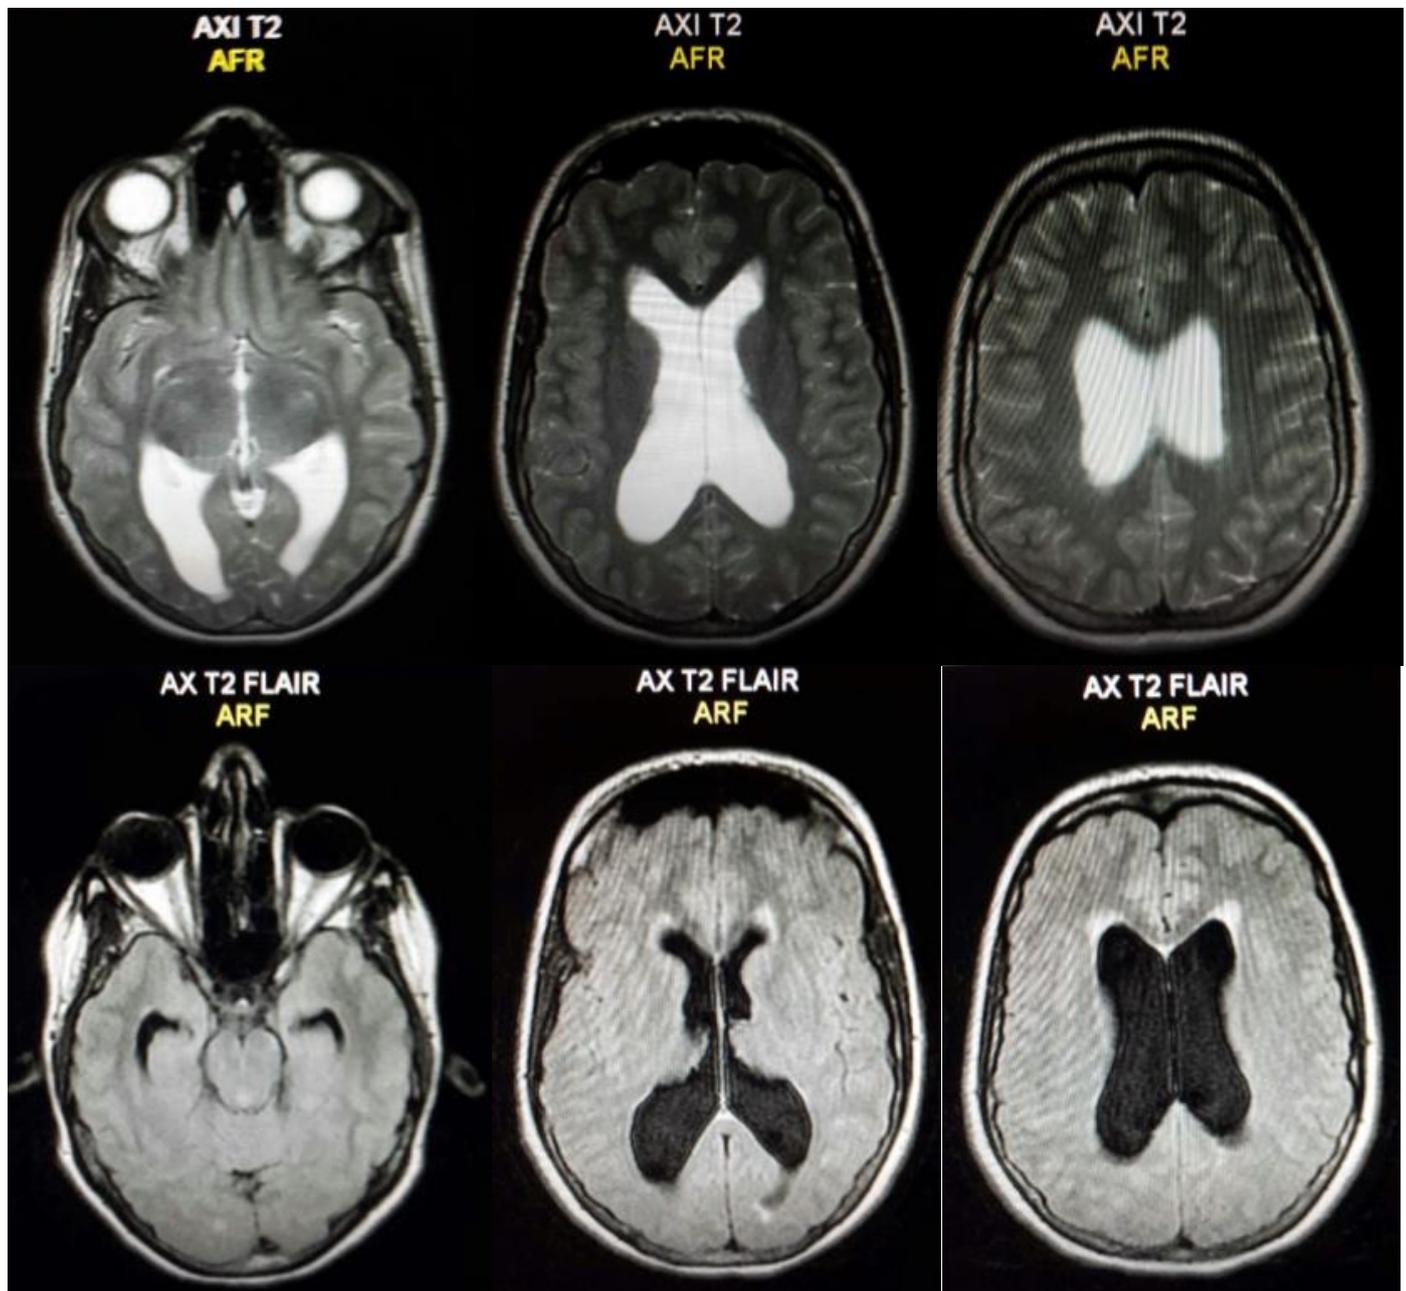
Resonancia magnética nuclear de encéfalo con y sin contraste. Secuencias T1 y Flair, cortes axiales, se evidencia ventriculomegalia biventricular con edema transependimario. No se observa ningún realce con el gadolinio.
